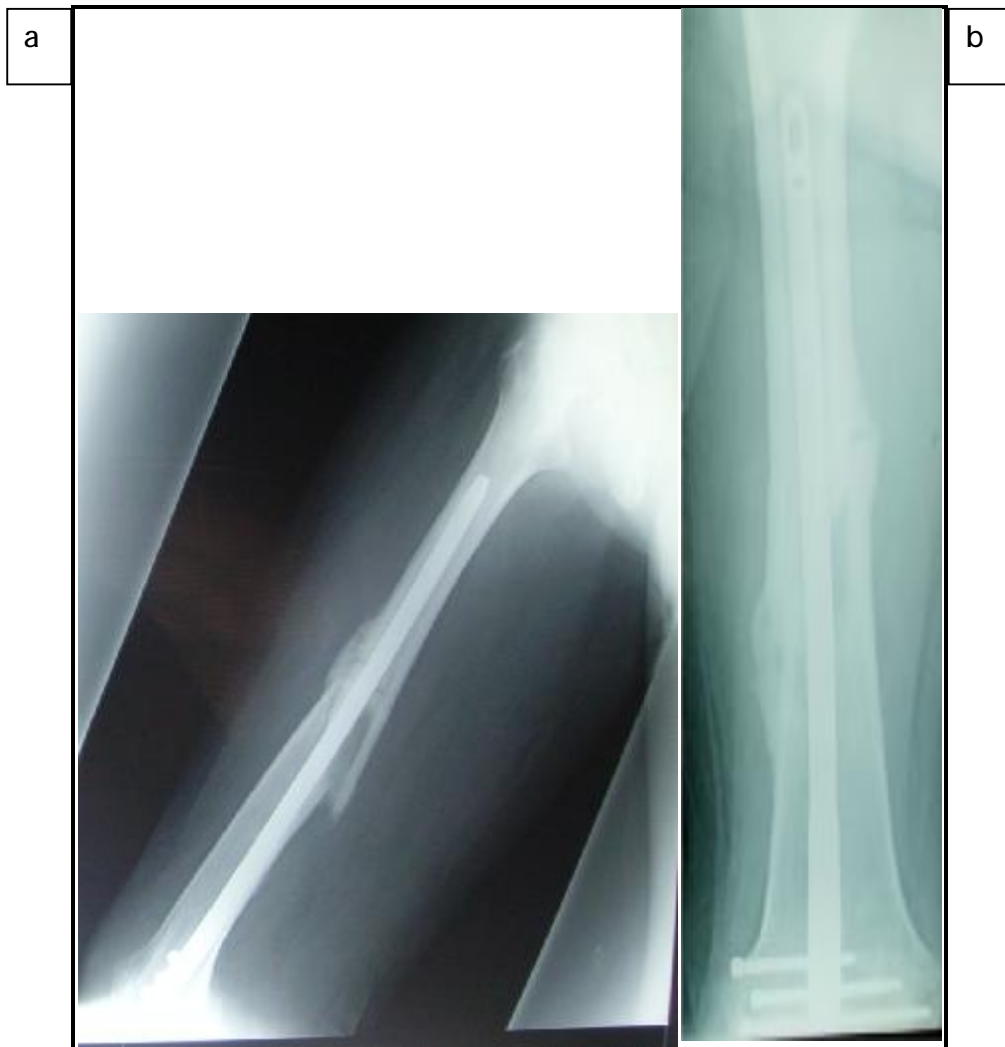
Radiographie de contrôle
